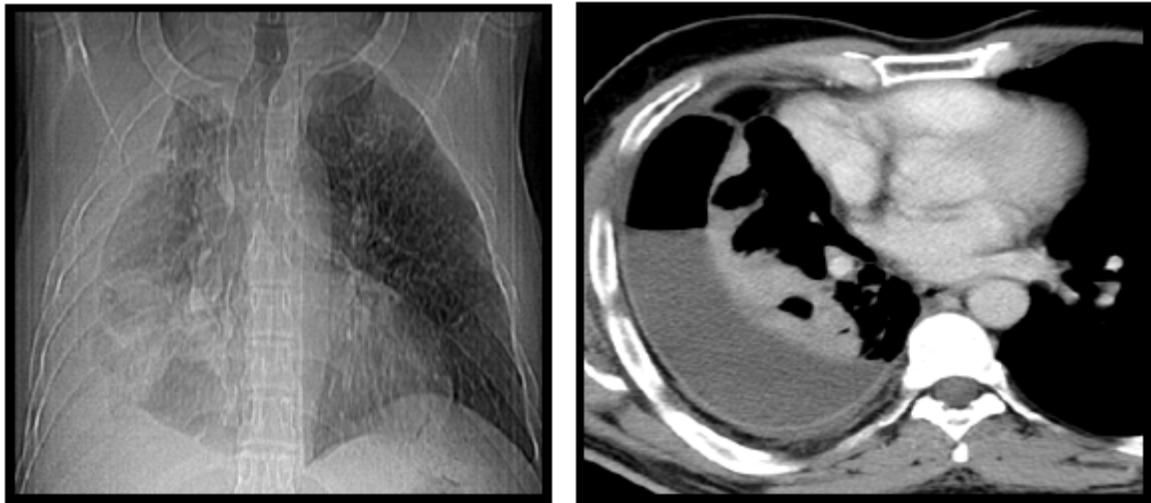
Radiographie standard de face et TDM thoracique, coupe axiale, en fenêtre médiastinale après injection de produit de contraste :
